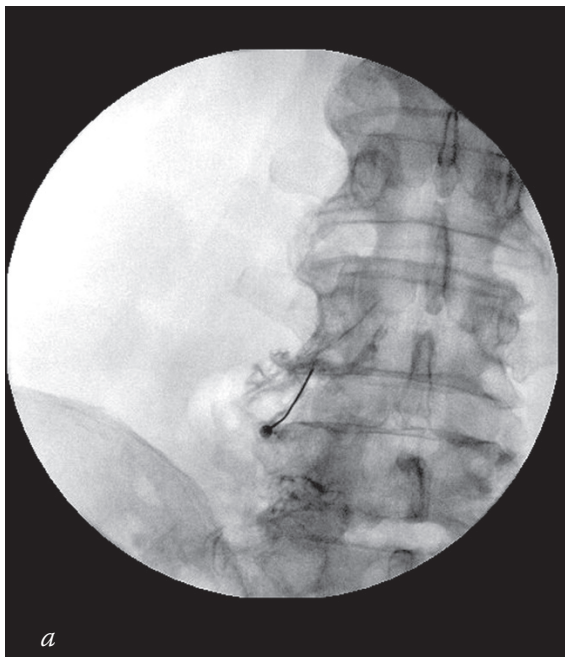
Рентгенограммы с контрастированием L₄ (а) и L₅ (б) спинномозговых нервов
